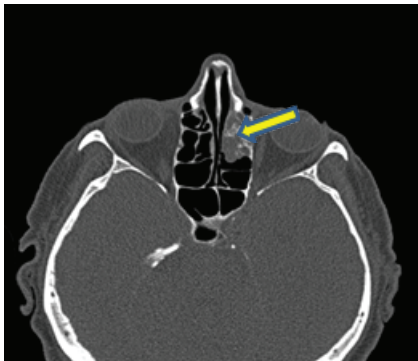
CT scans of patient M. (61 y. o.) with isolated lesion of the left ethmoid. Axial view. Yellow arrows indicate areas of hyperostosis
